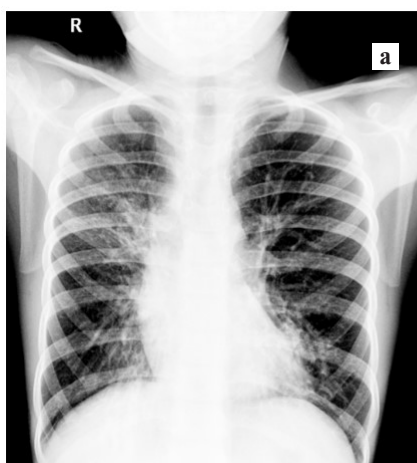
Рентгенограммы органов грудной клетки (а) и придаточных пазух носа (б).
